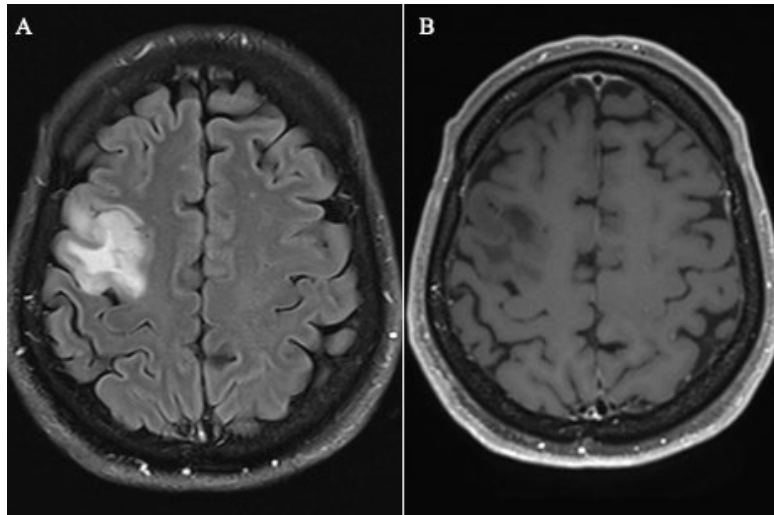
IRM du patient 8 : oligodendrogliome frontal droit grade OMS 2
